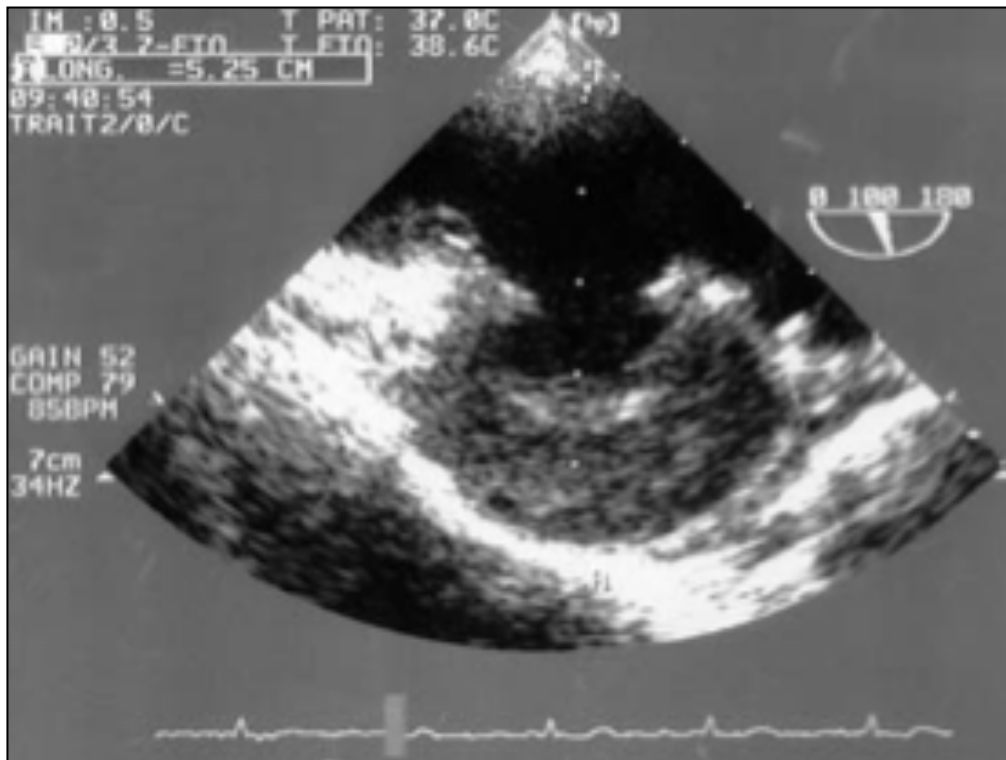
Echocardiographie transoesophagienne : Ulcère athéromateux pénétrant partiellement thrombosé.
